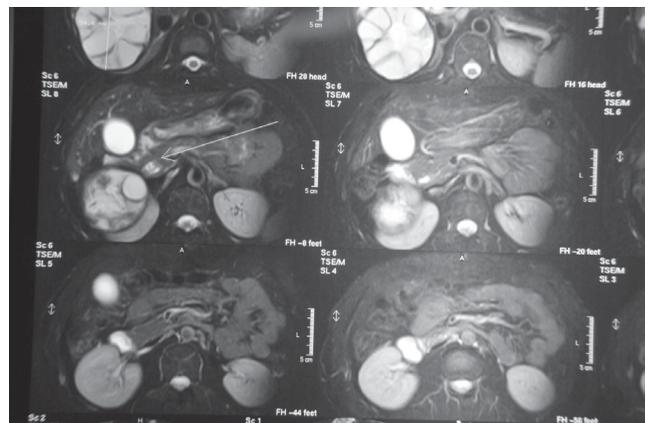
RMN. En el corte transversal, se aprecian las vesículas hijas y la comunicación con el conducto biliar.
